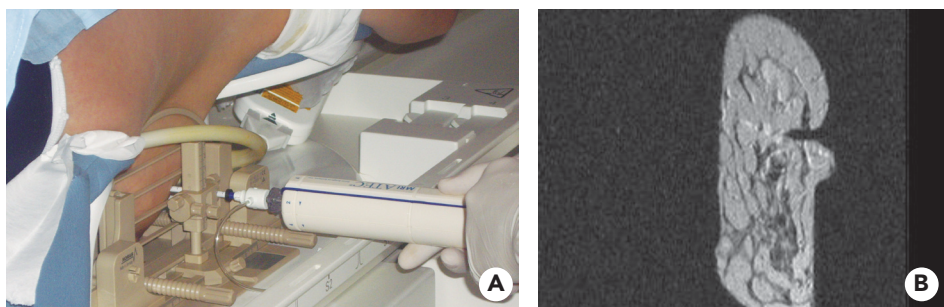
A. Obtención de BAV bajo guía de RM. B. Imagen de RM obtenida durante la obtención de la muestra.
